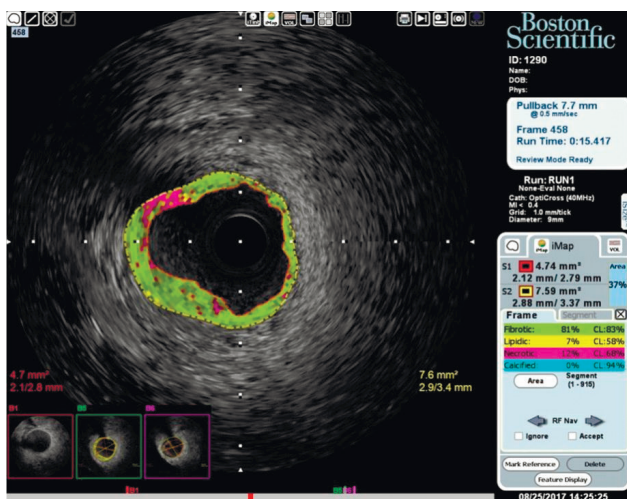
Данные ВСУЗИ системы левой КА: отсутствие выраженных признаков морфологического повреждения стенки артерии, сужение эксцентрического характера.
